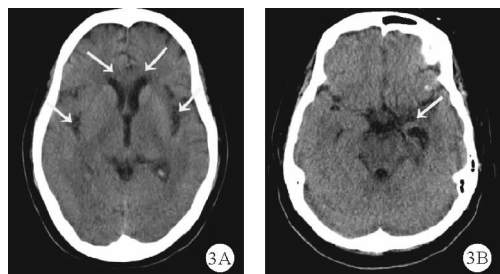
患者2019年2月23日头颅CT检查结果(A:双侧额叶、颞叶及岛叶可见低密度影;B:左侧海马及岛叶可见低密度影,部分萎缩;如箭头所示)
